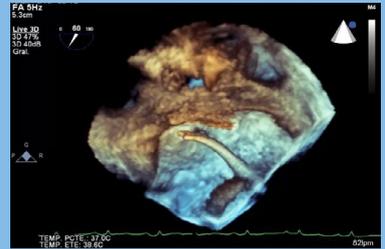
Ecocardiograma 3D. Punción transeptal.
